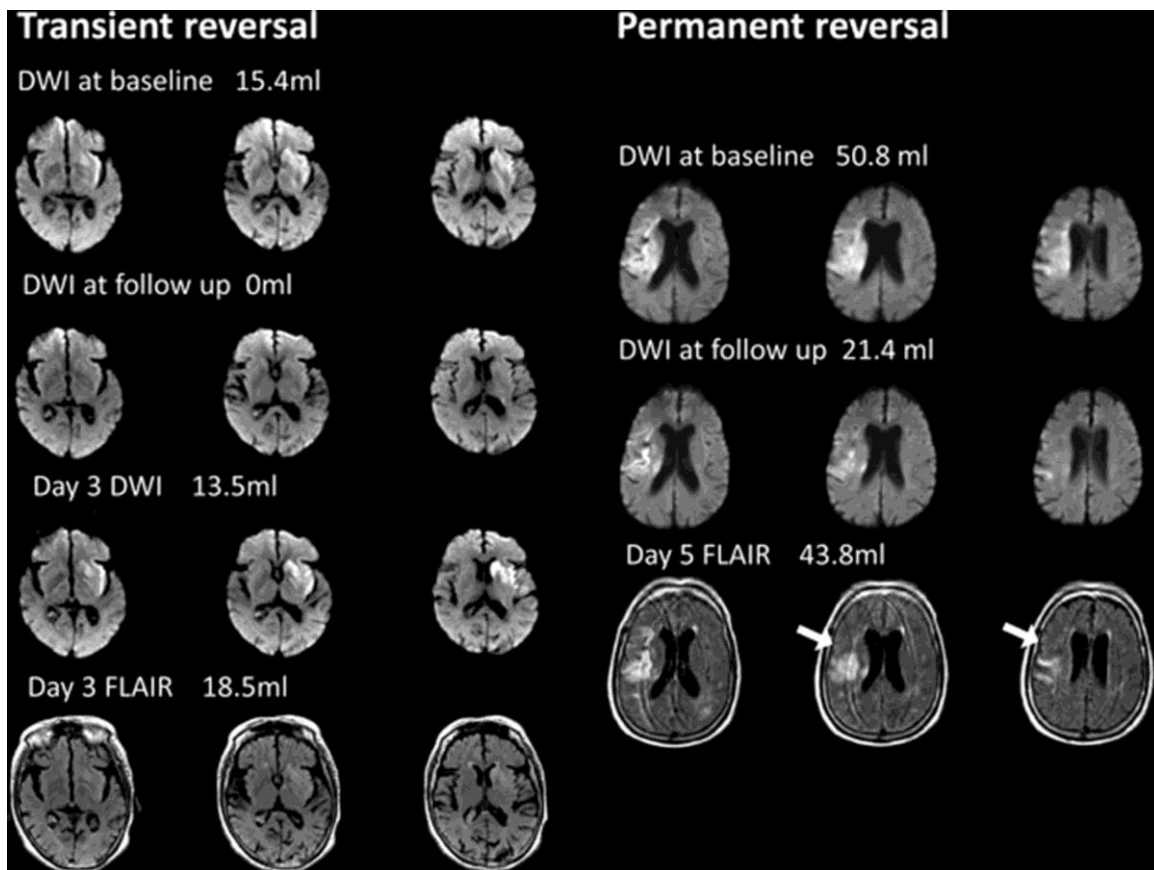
from Inoue et al.(18) Left) Example of a patient with transient DWI reversal. The time between symptom onset and MRI was 2.4 hours, the endovascular procedure began at 3 hours. This patient had complete reperfusion (not shown) and complete reversal of the DWI lesion on the early follow up scan which was obtained 1.8 hours after the end of the procedure. The late follow-up scan was performed on Day 3 day and demonstrates that the DWI lesion reappeared and a faint lesion of similar size and location on the FLAIR sequence was now present. Right) Example of a patient with sustained DWI reversal. The symptom onset to MRI time was 5 hours and the endovascular procedure began and 6.5 hours. The DWI lesion was larger on the baseline scan than it was on the early follow up scan (obtained 1.8 hours after the procedure). The infarct volume on the Day 5 FLAIR was also smaller than the initial DWI lesion. Areas of sustained reversal are highlighted with arrows.
